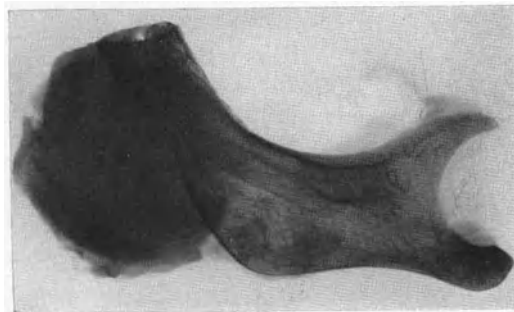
Röntgenaufnahme des Resektionspräparates.
